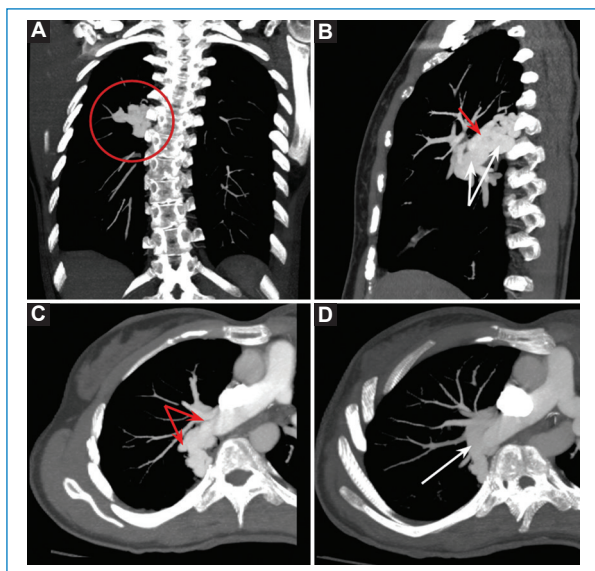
Angio-TC de arterias pulmonares con MIP y MPR en los planos coronal (A), sagital (B) y axial (C y D). MAV pulmonar en el lóbulo superior derecho. Paciente de 34 años diagnosticado con THH en la infancia y tratado quirúrgicamente con lobectomía inferior derecha y ligadura de MAV pulmonar derecha. Persistencia de *shunt* derecho-izquierdo en la ETT. La angio-TC evidencia un ovillo vascular localizado en el segmento posterior del lóbulo superior derecho paravertebral (círculo), con aporte vascular dependiente de la arteria segmentaria posterior (flecha roja) y drenaje venoso en la vena pulmonar superior derecha (flechas blancas).
